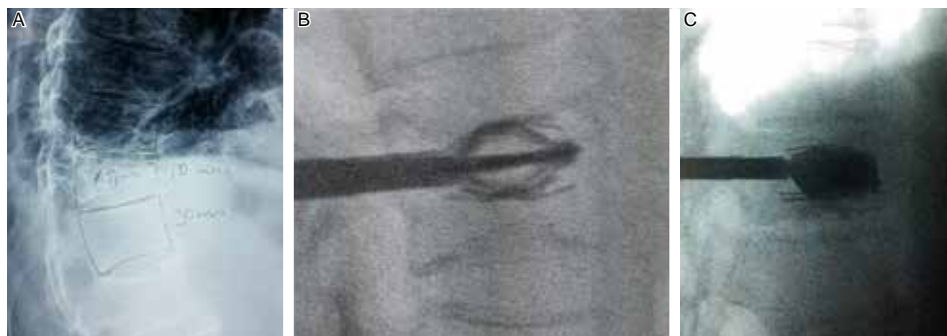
Sistema Spine Jack®. A) Radiografía lateral preoperatoria, B) Spine Jack® activado restituyendo altura del cuerpo colapsado. C) Aplicación del cemento posterior a la restitución de altura vertebral.
